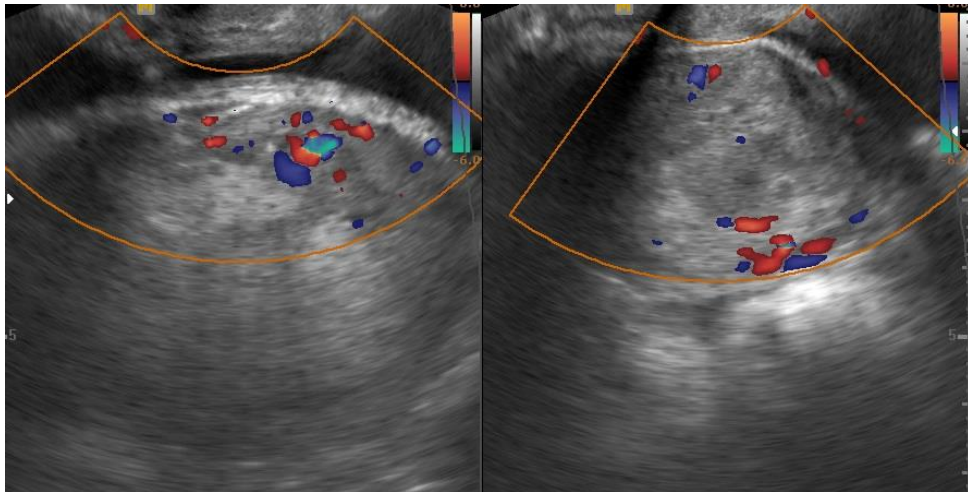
УЗИ малого таза у пациентки П. 05.10.2017.
